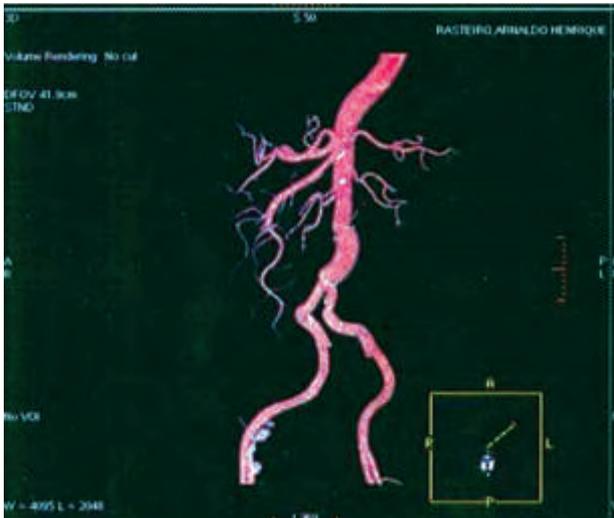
Angio TC pós-operatório
